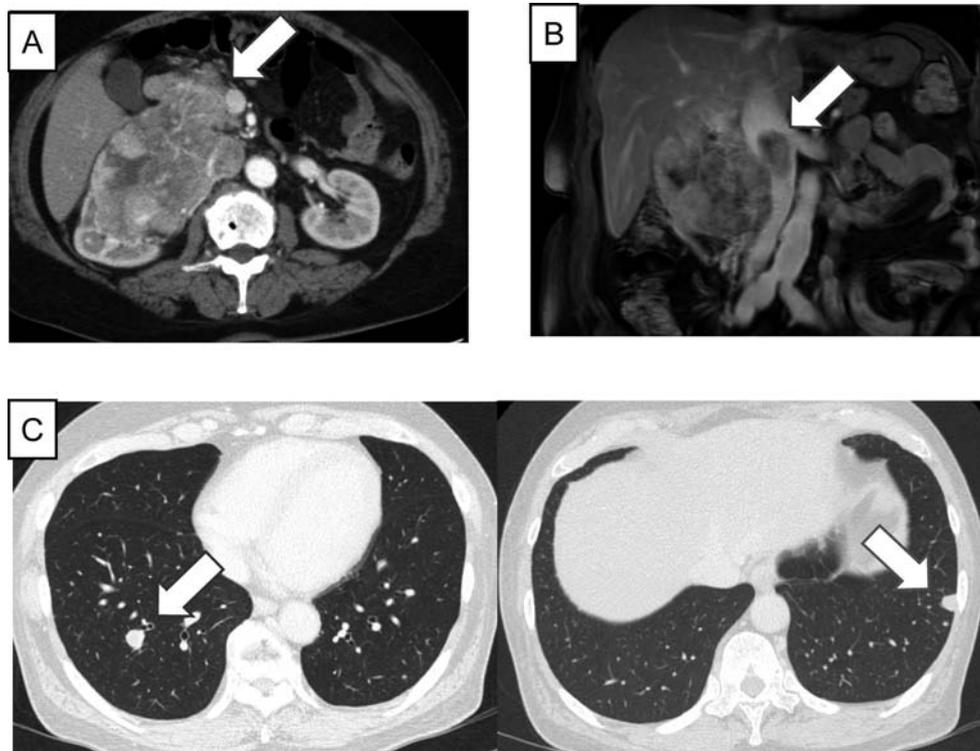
A) Abdominal contrast-enhanced computed tomography showed a right renal tumor invading the duodenum and the head of the pancreas (arrow). B) Abdominal magnetic resonance imaging showed a tumor thrombus expanding into the inferior vena cava (arrow). C) Chest computed tomography showed multiple lung metastases (arrow).
